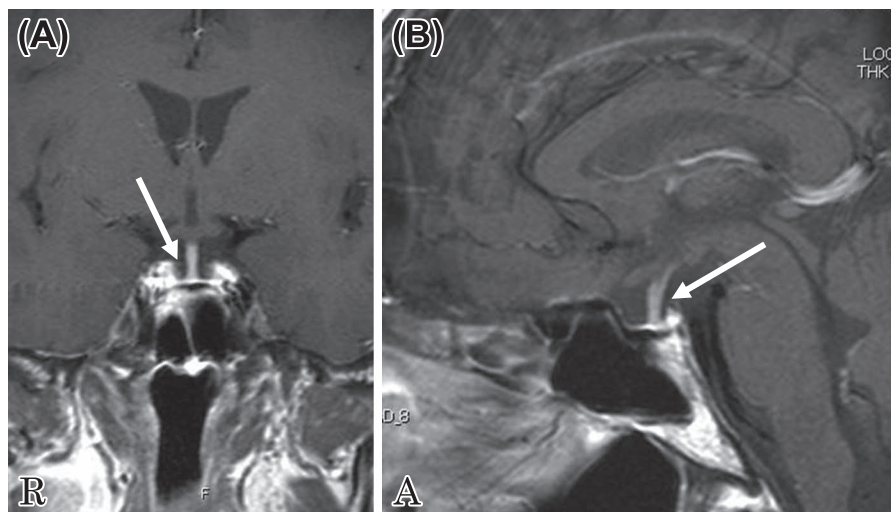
MRI of the patient.
